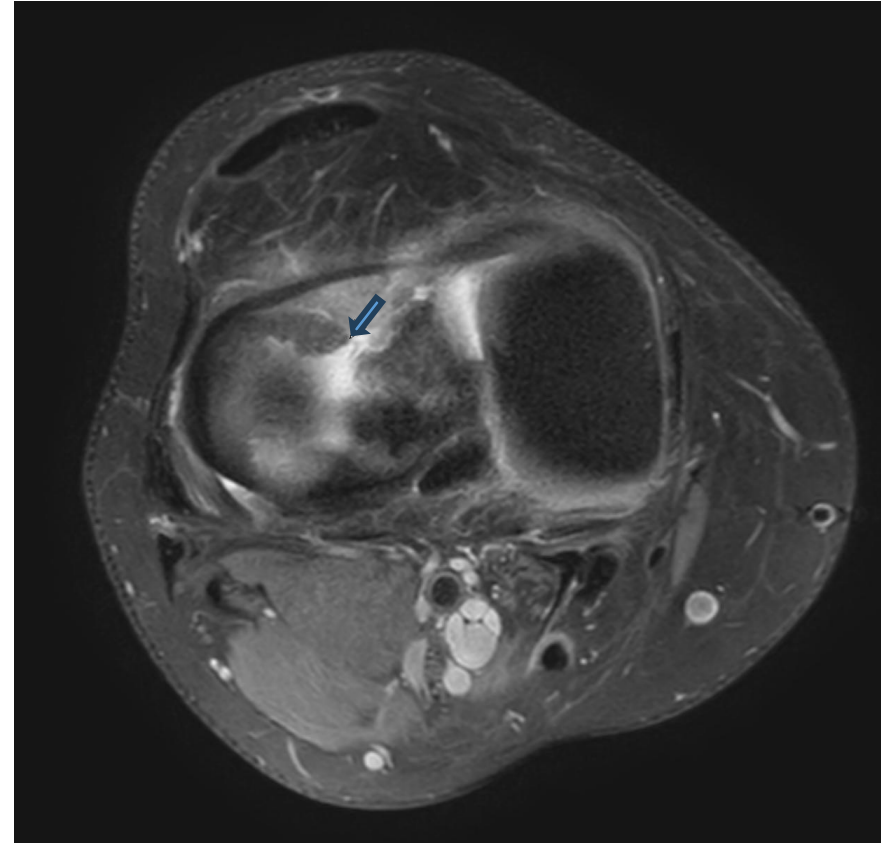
RM de rodilla, axial en secuencia T2.
